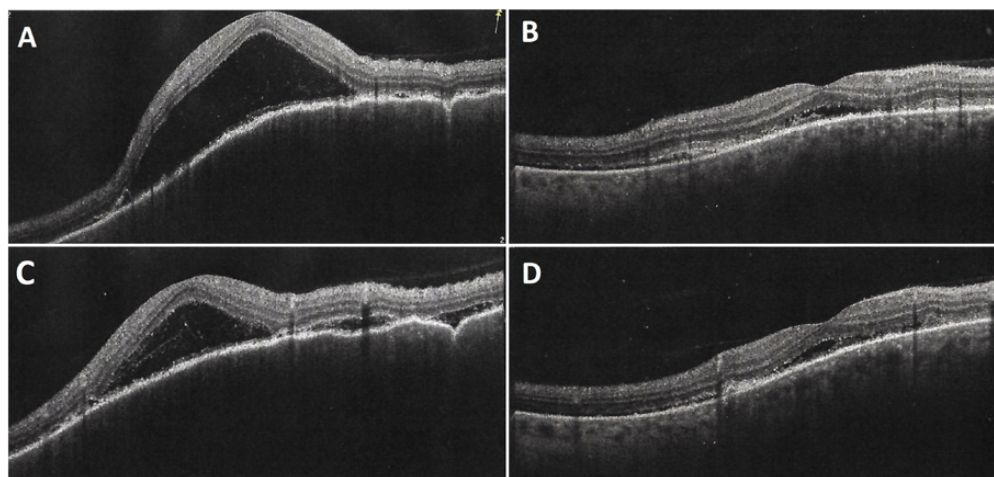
Tomografía de coherencia óptica (OCT), ojo derecho (A-B) y ojo izquierdo (C-D). Se observa desprendimiento exudativo de retina con separación entre epitelio pigmentario y retina neurosensorial. En la imagen C se logra apreciar la segmentación característica del desprendimiento de retina seroso.
